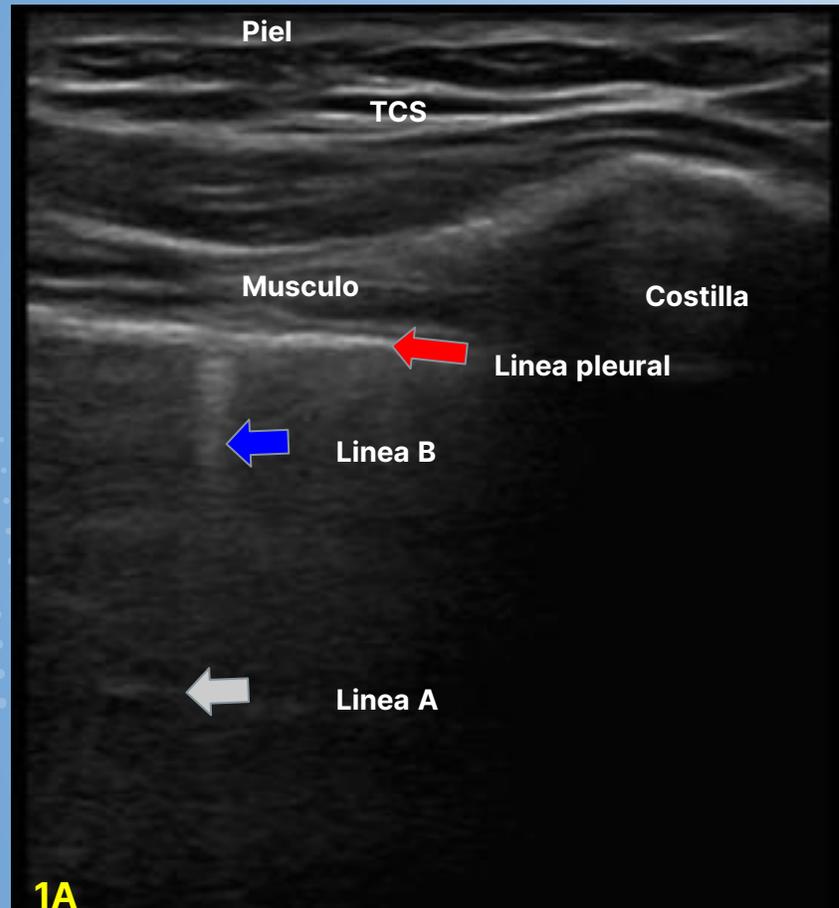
Evaluación de las estructuras normales evaluadas mediante ecografía torácica.
